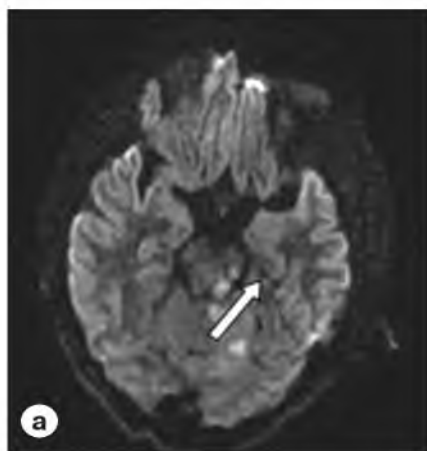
Магнитно-резонансная томография головного мозга на третьи сутки госпитализации. а – DWI, аксиальный срез, стрелкой показаны ишемические изменения в стволе мозга; б – FLAIR, аксиальный срез, стрелка указывает на очаг ишемии в левом полушарии мозжечка; в – T2 star weighted angiography, обозначена зона петехиального геморрагического пропитывания левого зубчатого ядра.
